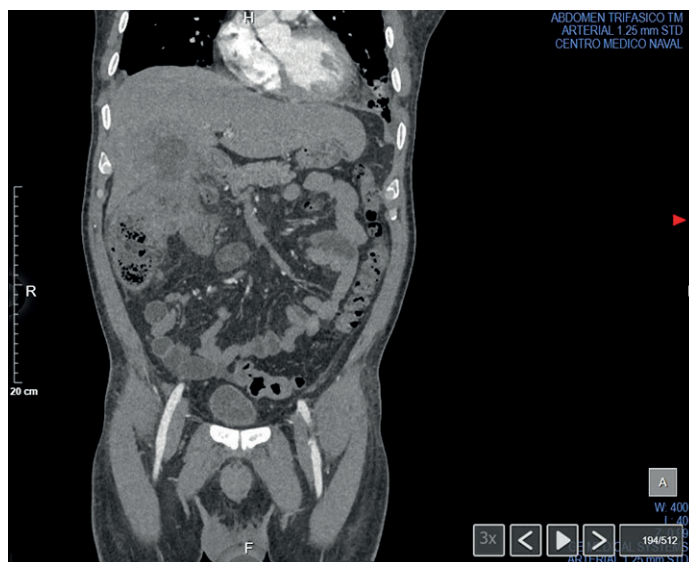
Tomografía computada de abdomen del paciente con compromiso hepático metastásico.
